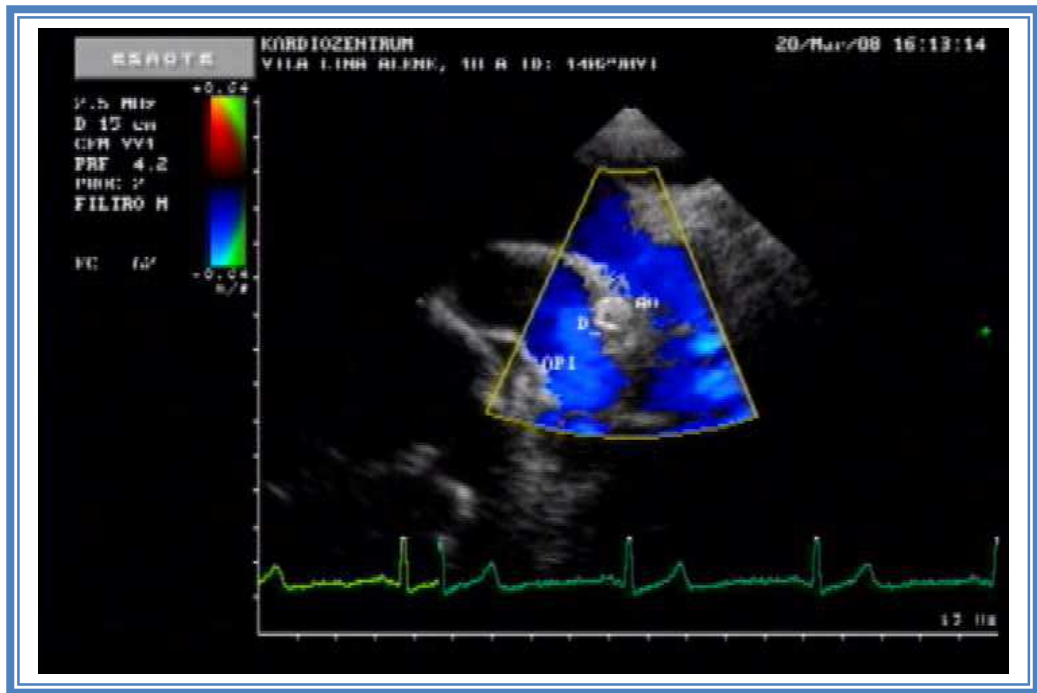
Echokardiographische Darstellung des Nit-Occlud PDA-R (D). Im Farbdopplersignal zeigt sich kein Restshunt.
